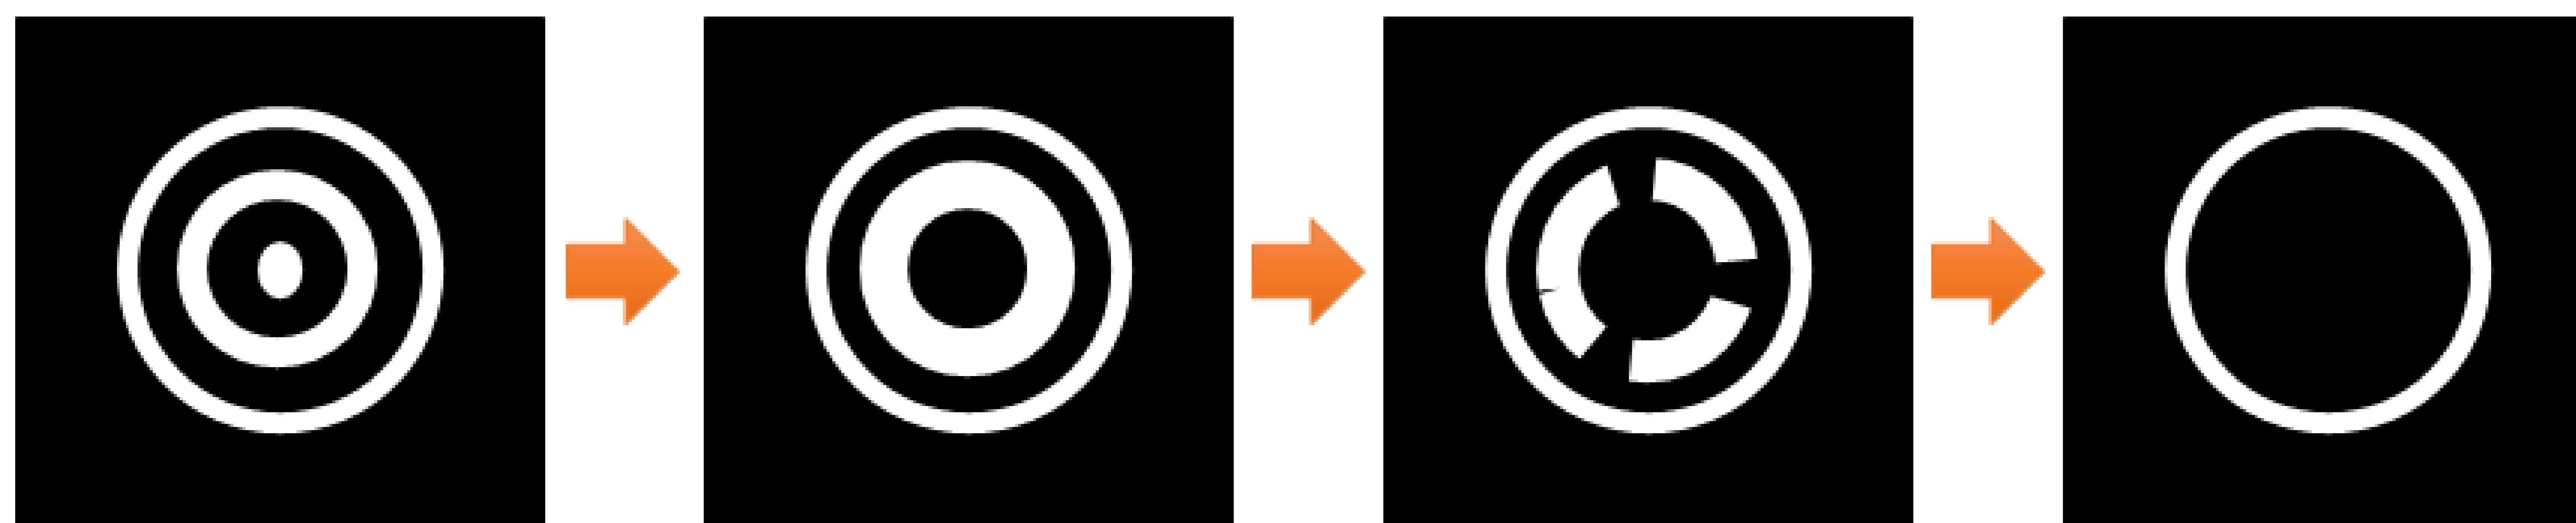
Representación esquemática del apéndice en ecografía, con cortes en su eje transversal. En la primera imagen, con el apéndice normal, observamos 3 capas hiperecogénicas (de fuera a dentro: serosa, submucosa y superficie mucosa) y 2 capas hipoecogénicas (muscular y mucosa). La progresión a necrosis y perforación se traduce en la pérdida de la diferenciación de las capas (se van perdiendo “anillos” desde dentro hacia fuera).
